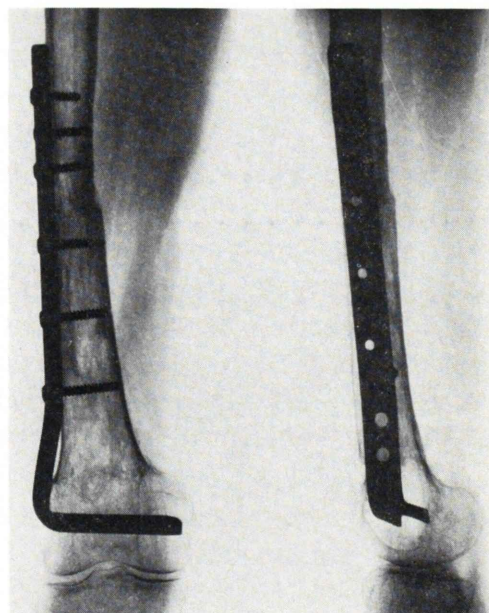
(case 9) Radiograph show the successful bone union of the cable-grafted right femur with AO plate.
